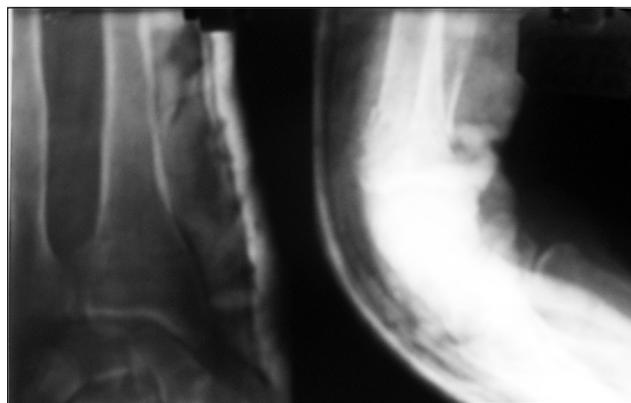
Фотоотпечатки рентгенограмм пациентки Б. после первой попытки репозиции
